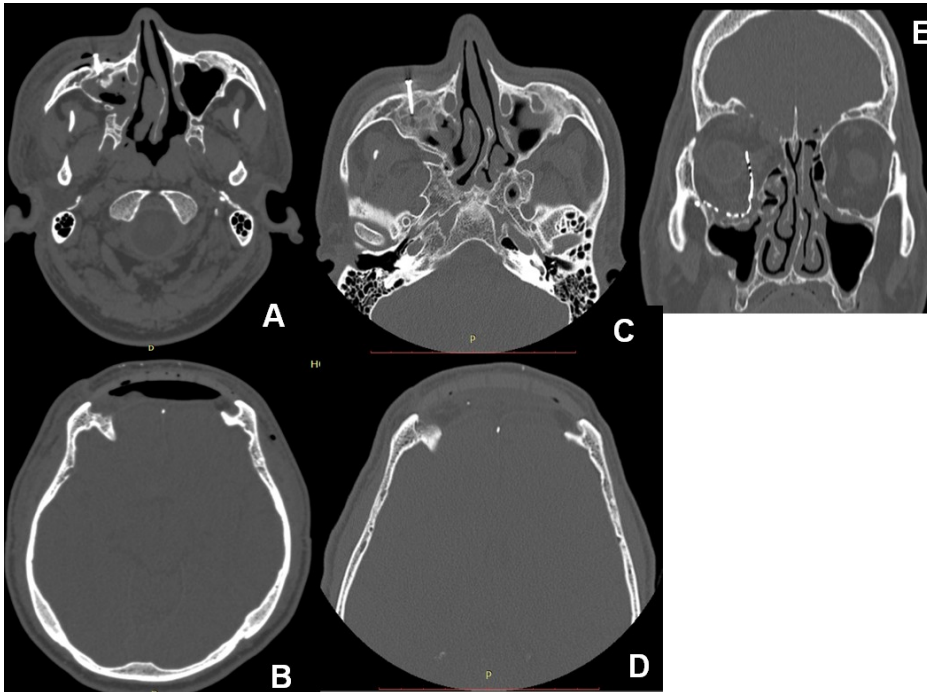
Tomografia computadorizada pós-operatória imediata em A e B, tomografia computadorizada pós operatória de um ano em C, D e E
